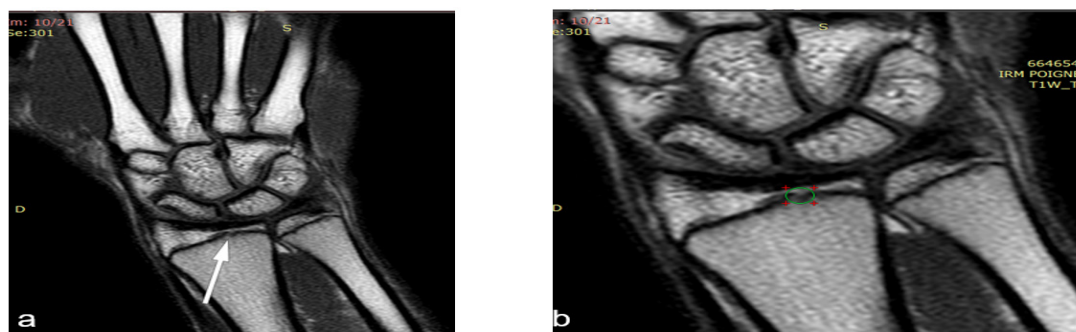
joueur de 17 ans: IRM du poignet gauche en coupe coronale en EST1: fusion ponctiforme (stade II) : (a) image en taille réelle (flèche blanche), (b) agrandissement (cercle vert).
